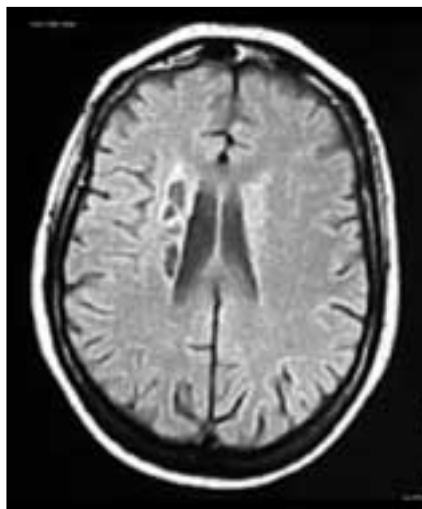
Resonancia magnética cerebral de la paciente GOI en octubre de 1997. Lesiones isquémicas en el territorio profundo de la ACM derecha.
